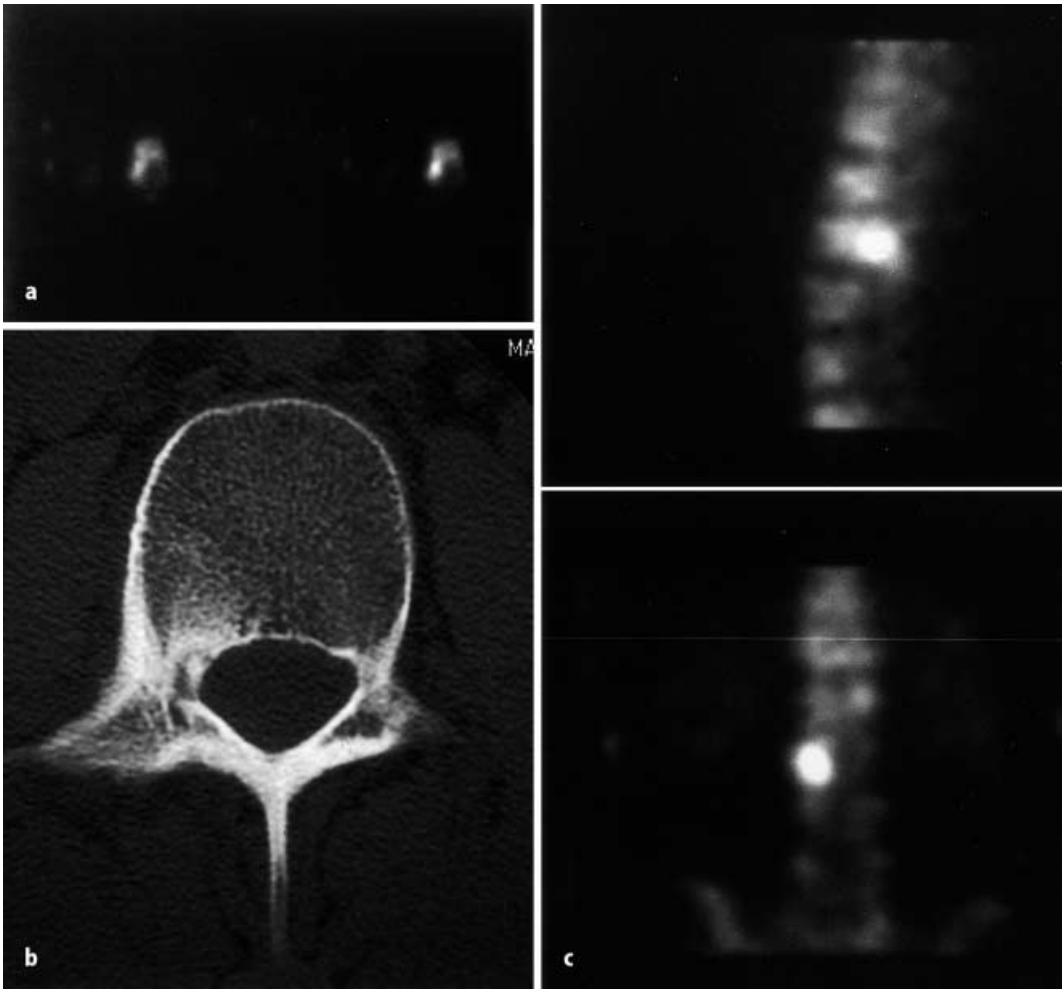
c ◀ Osteoid-osteom im 2. LWK. Die sagittale (a) und coronale (b) SPECT erlauben eine gute topographische Zuordnung. Die axiale SPECT (c) dokumentiert, dass die Tumorausdehnung über das CT-Korrelat hinausgeht
